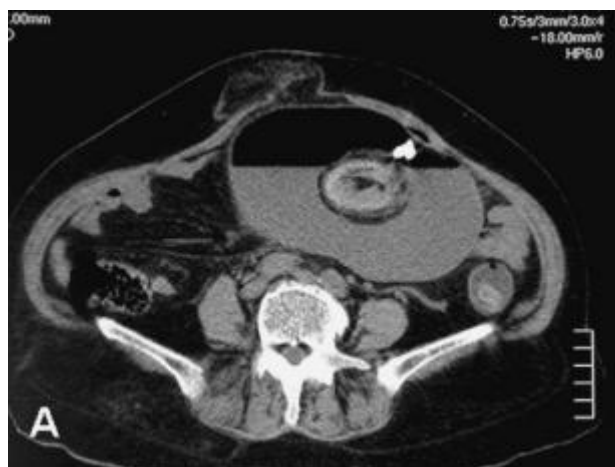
TDM abdomino-pelvienne montrant une volumineuse masse abdomino-pelvienne à double composante liquidienne et graisseuse au sein de laquelle une dent est visible [30]
